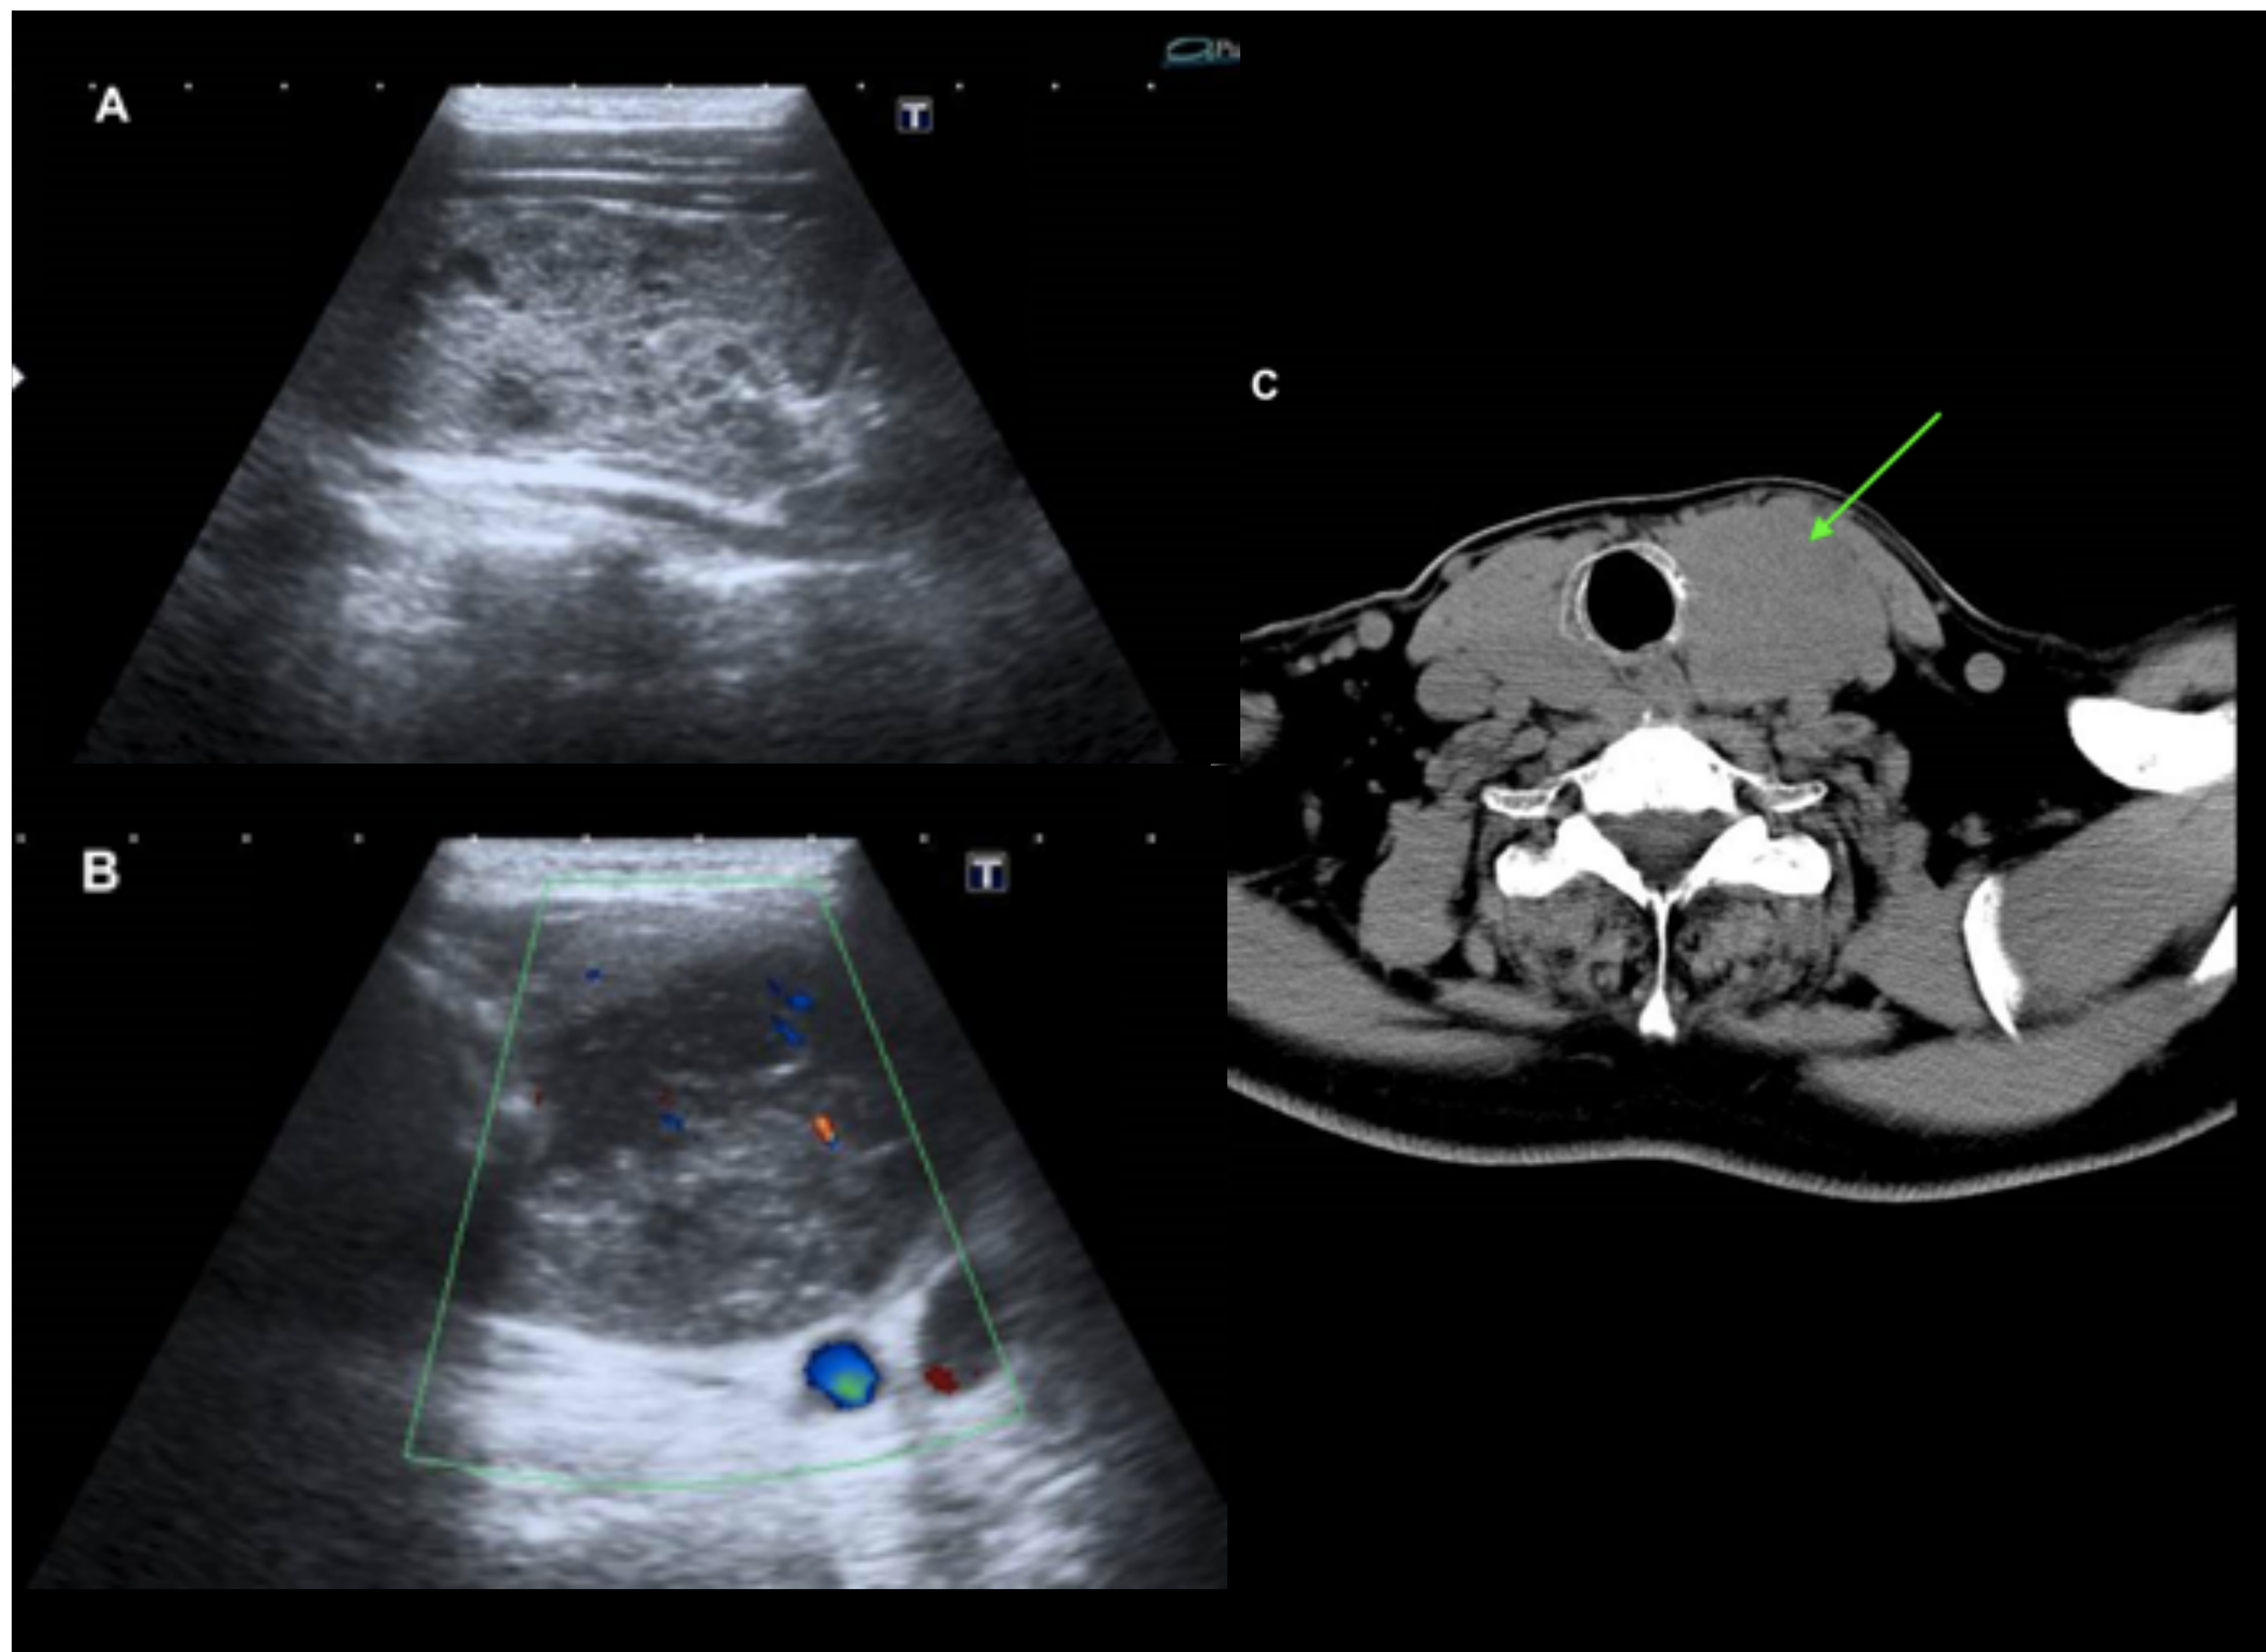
Linfoma tiroideo. Ecografía y TC de cuello.
